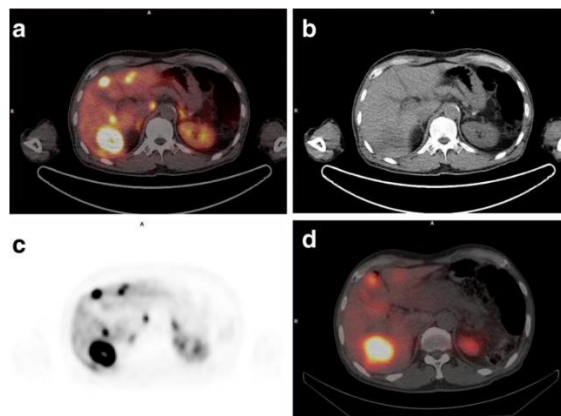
Comparaison d'une scintigraphie au ^{111}In -pentétrétotide (d) et d'un TEP-TDM (a et c) au ^{68}Ga -DOTATOC chez une patiente atteinte de TNE
